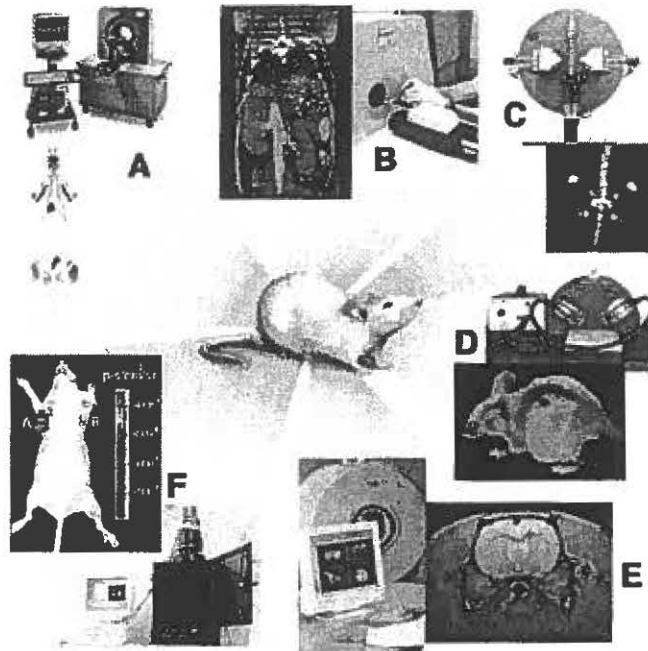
Modalités d'imagerie utilisées pour des études chez la souris. A) micro-TEP (« micro-PET »), B) micro-TDM (« micro-CT »), C) micro-TEM (« micro-SPECT »), D) photoluminescence, E) micro-IRM, F) bioluminescence (Massoud 2003).
